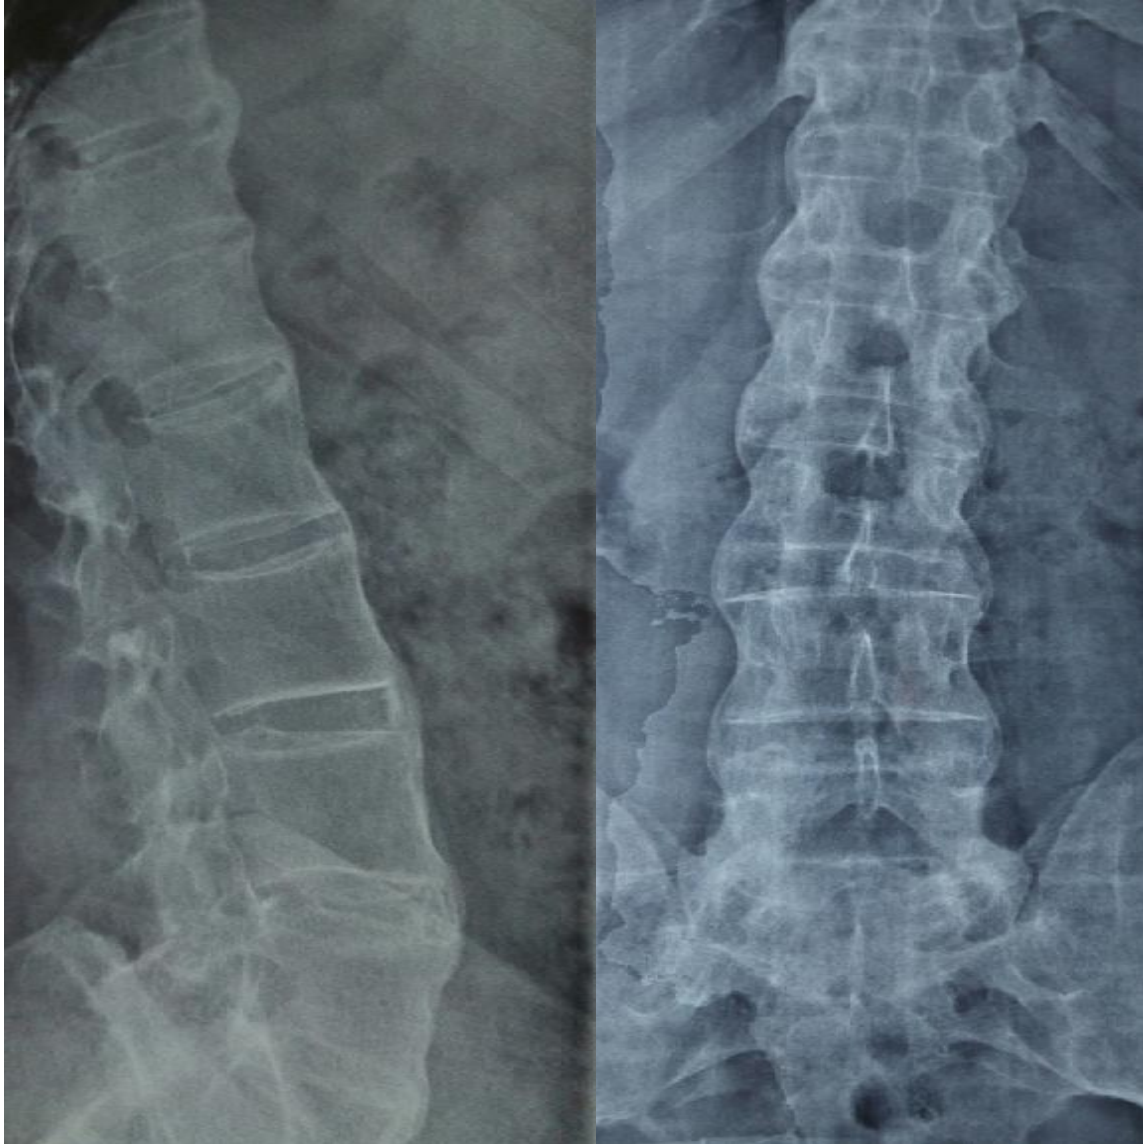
Radiographie (rachis lombaire, face et profil) : aspect évolué « colonne bambou » caractérisé par une fusion ossifiante des structures rachidiennes. Service de rhumatologie-hôpital militaire Moulay Ismail-Meknès.
